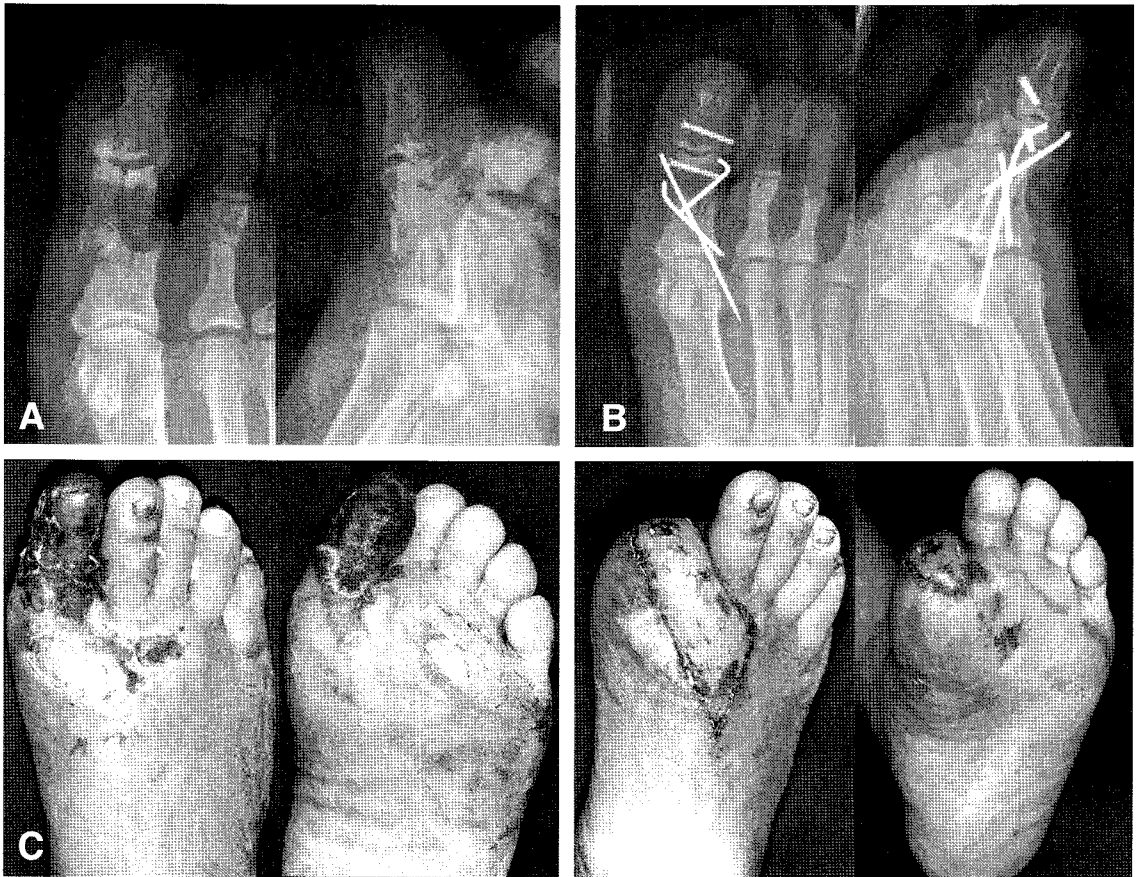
A 36 year old male patient was admitted with a painful swelling of his right great toe by crushing injury. (A) The initial radiographs showed comminuted fracture on the proximal and distal phalanx of great toe. (B) Open reduction and internal fixation were done. (C) After 2 weeks later, all crushed soft tissue was necrotized. (D) We performed debridement of necrotic tissue and lateral arm free flap. After surveillance of flap survival for 7 days, skin graft was done. Flap itself and covered skin well survived.
